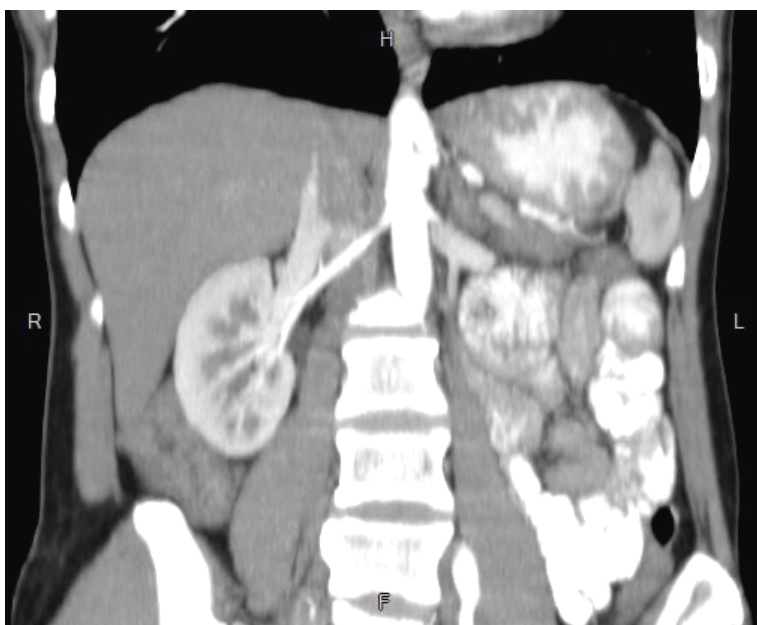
КТ-ангіограма ниркових артерій (фронтальна реконструкція)
